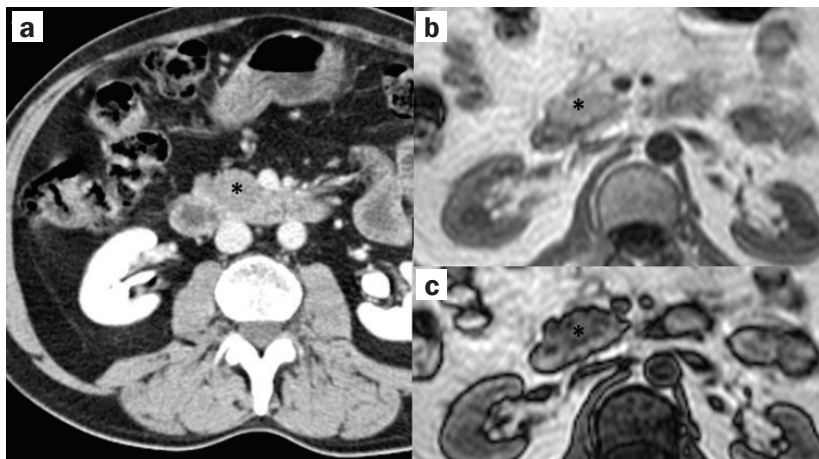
Вогнище жирової тканини в голівці ПЗ (*), що імітує пухлинне новоутворення на КТ (а), синфазних (b) та протифазних (c) зображеннях. Зниження амплітуди сигналу вказує на наявність вогнища жирової тканини
